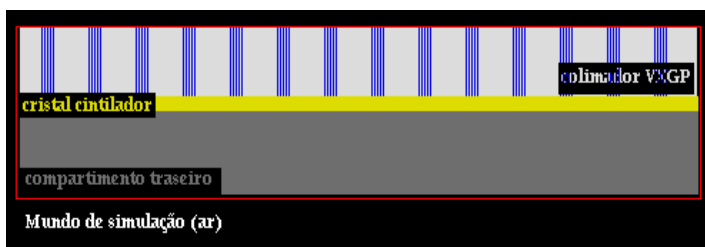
Geometria da cabeça/detector da câmara gama SPECT Forte Philips construída virtualmente (em vermelho, o contorno representando a blindagem).
